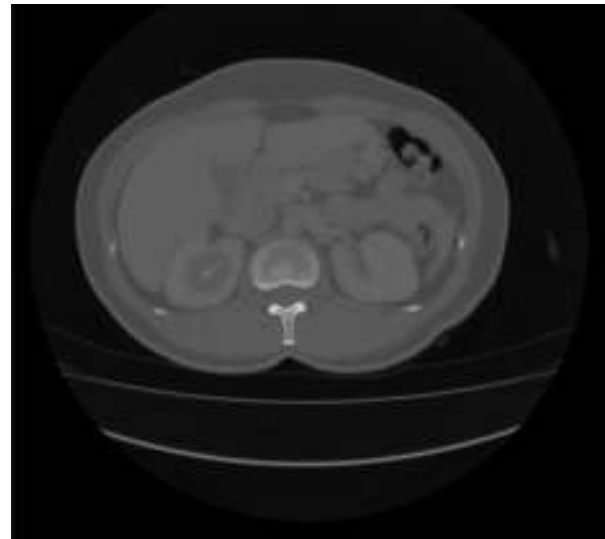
Urografía por tomografía: Lesión en cáliz superior derecho, con densidad de tejidos blandos y calcificaciones en su interior.
